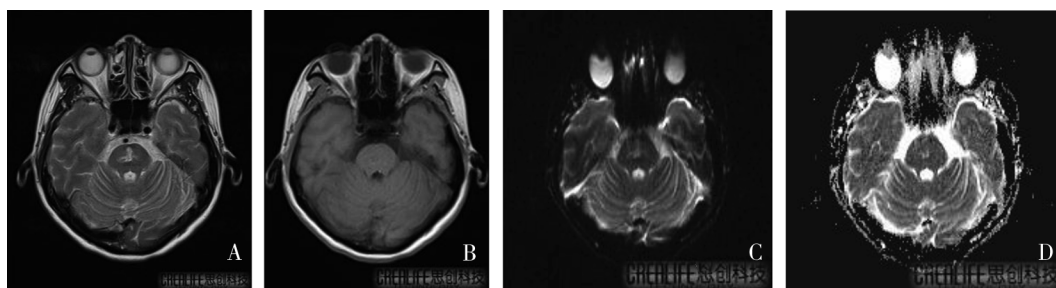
病例3治疗前颅脑MRI平扫+DWI所见(脑桥见大片状稍长T1稍长T2高FLAIR信号,DWI呈高ADC呈低信号,其周围见对称性片状等T1长T2高FLAIR信号)
